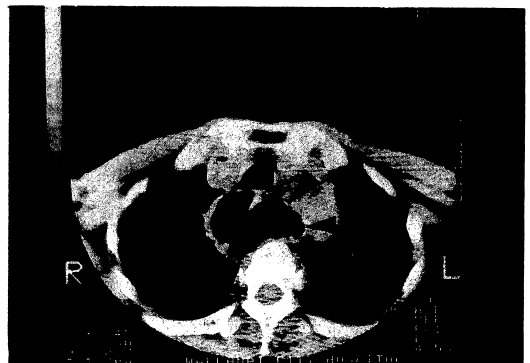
初診時のCT。椎骨前方に気腫が認められ気管・食道を圧排している。
